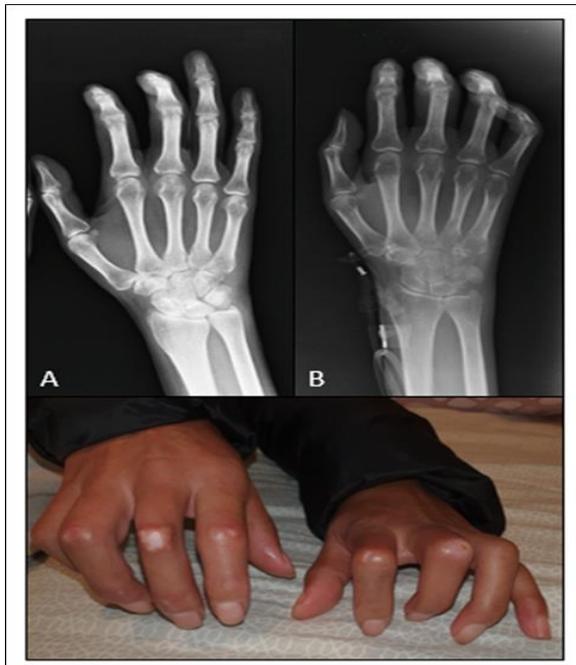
A: Radiografía de mano derecha antes del tratamiento. B: Un año después, obsérvese el aumento de flexión digital y osteopenia yuxtaarticular. La fotografía muestra rastros de úlceras digitales resueltas.
